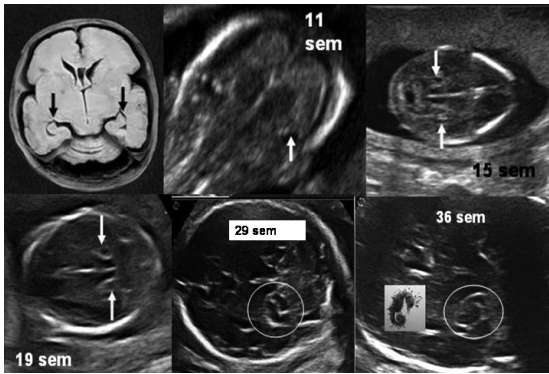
Hipocampo visto en pieza anatómica (flechas negras) y en imágenes ultrasonográficas de cerebros de fetos a diferentes edades gestacionales.
